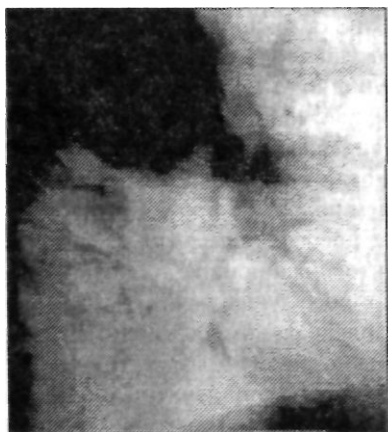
Тот же больной. Боковая рентгенограмма
